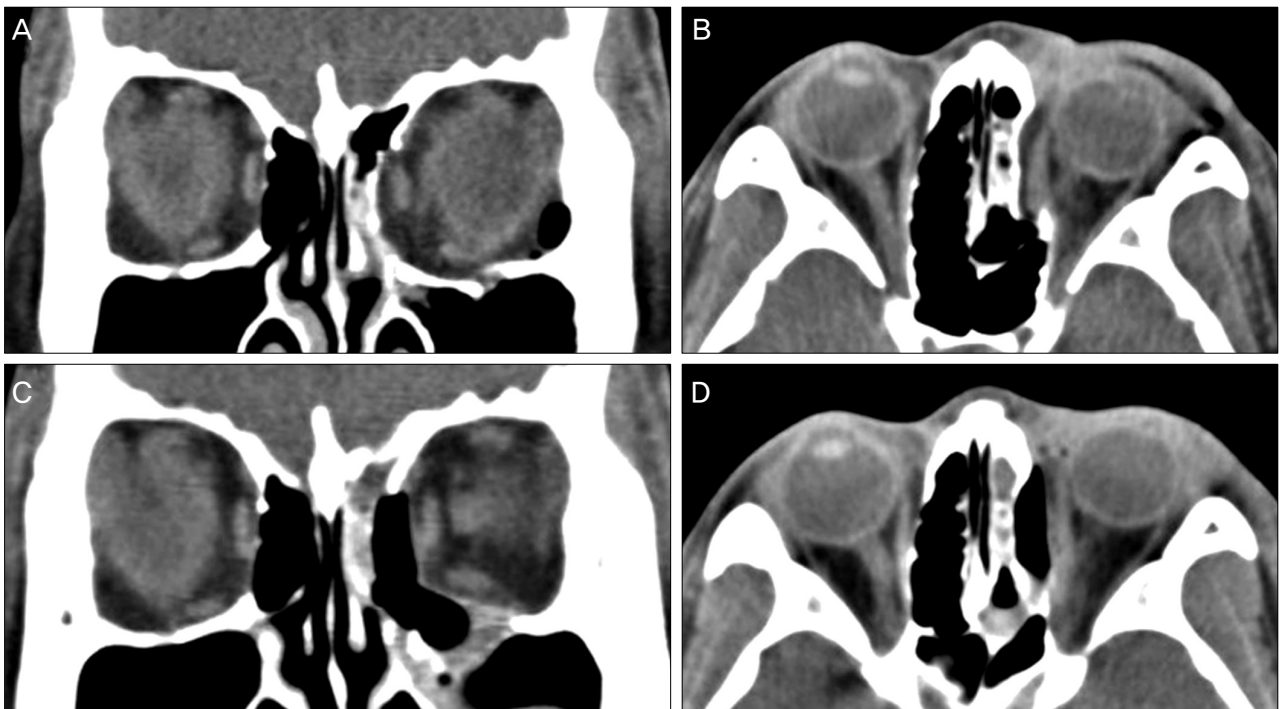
Preoperative and post operative computed tomography images for repair of a combined infero-medial orbital wall fracture with loss of bony strut by an overlapping method. (A) Preoperative coronal view (B) Preoperative axial view (C) Postoperative coronal view. Note the similar size of the “box-shaped” orbit in both eyes (D) Postoperative axial view.
